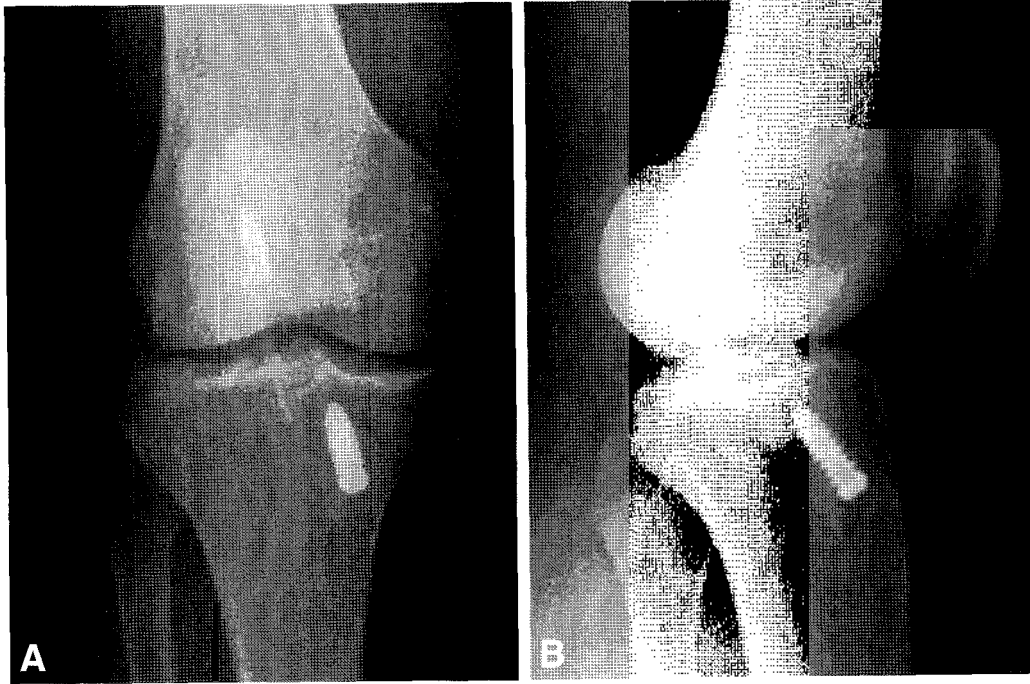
(A-B) AP and lateral plain radiographs taken 4 years postoperatively. A lateral radiograph demonstrates partial protrusion of the femoral interference screw.
